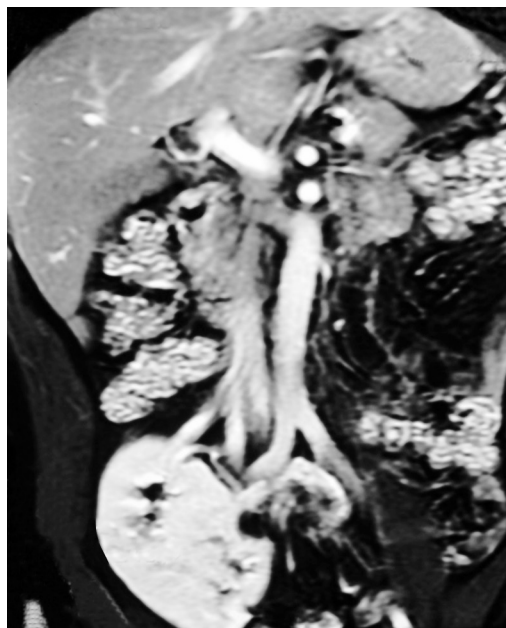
Tomografía computarizada de abdomen que muestra la ectopia renal.
